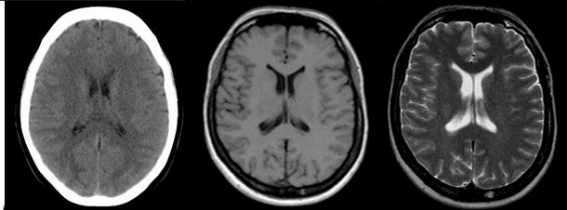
Comparació imatges CT, MRI T1 i MRI T2
